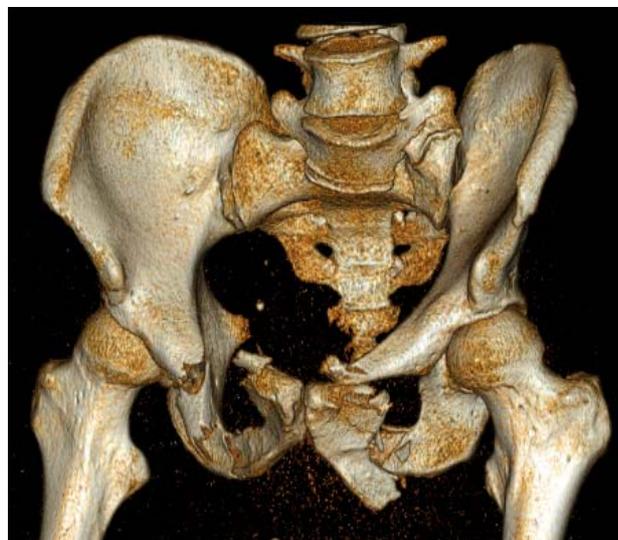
Computertomographie mit 3D-Rekonstruktion einer instabilen Beckenfraktur
